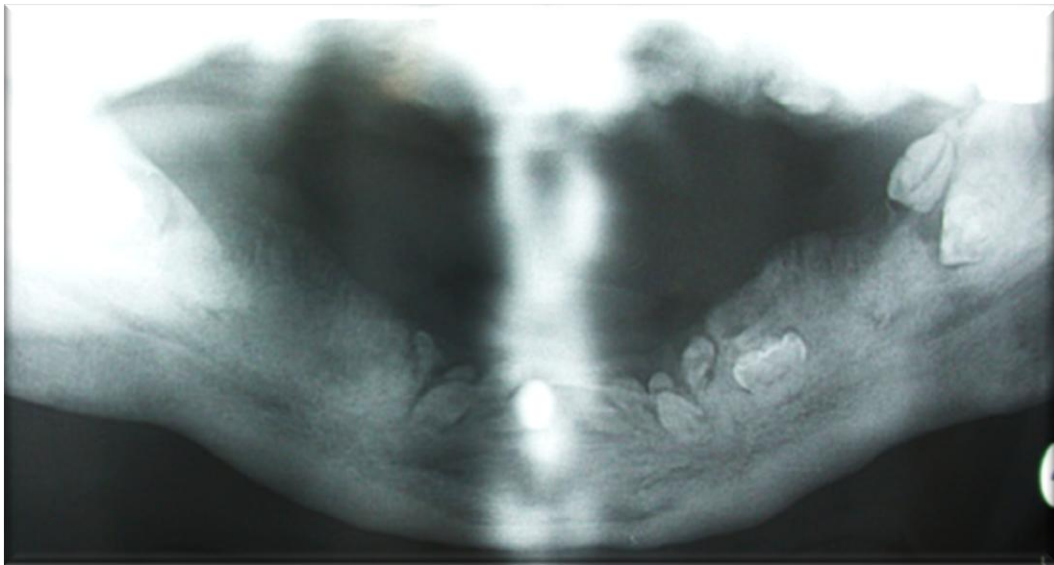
Radiographie panoramique de 1998 objectivant la présence de nombreuses dents incluses, notamment dans le secteur maxillaire droit siège d'une fistule chronique.
